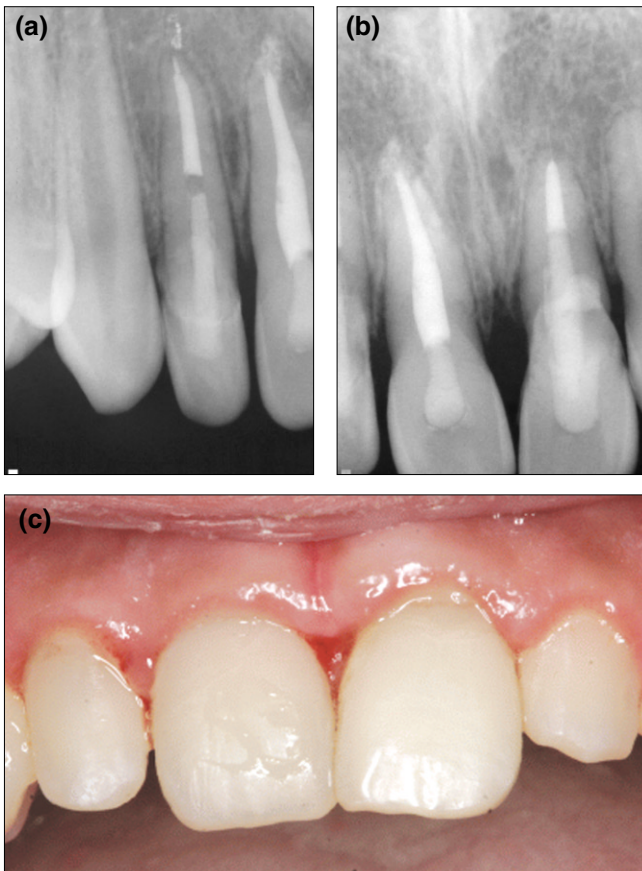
Radiographs and intraoral photograph 6 months after trauma. The bleeding and swelling of gingival papilla was observed. The maxillary left central incisor was moved labially.
